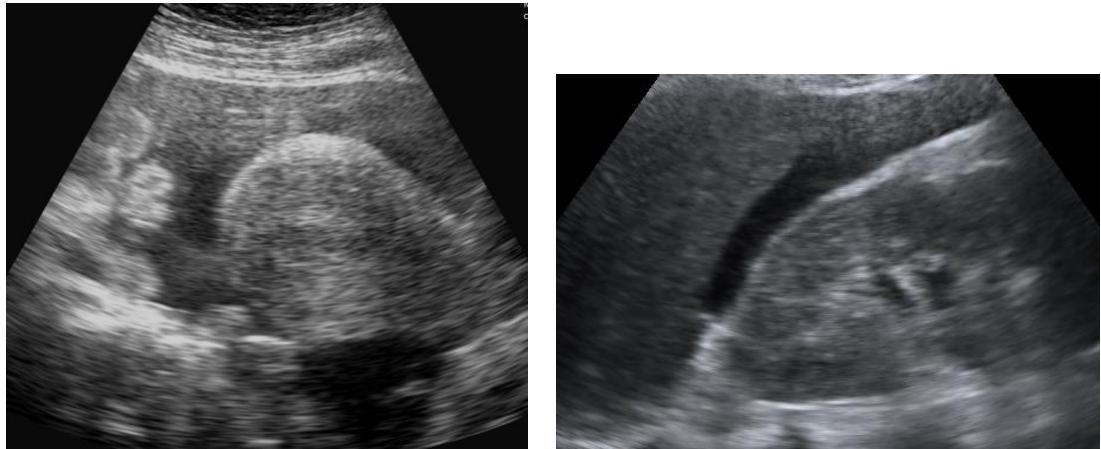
Focused Assessment with Sonography for Obstetrics (FASO)
